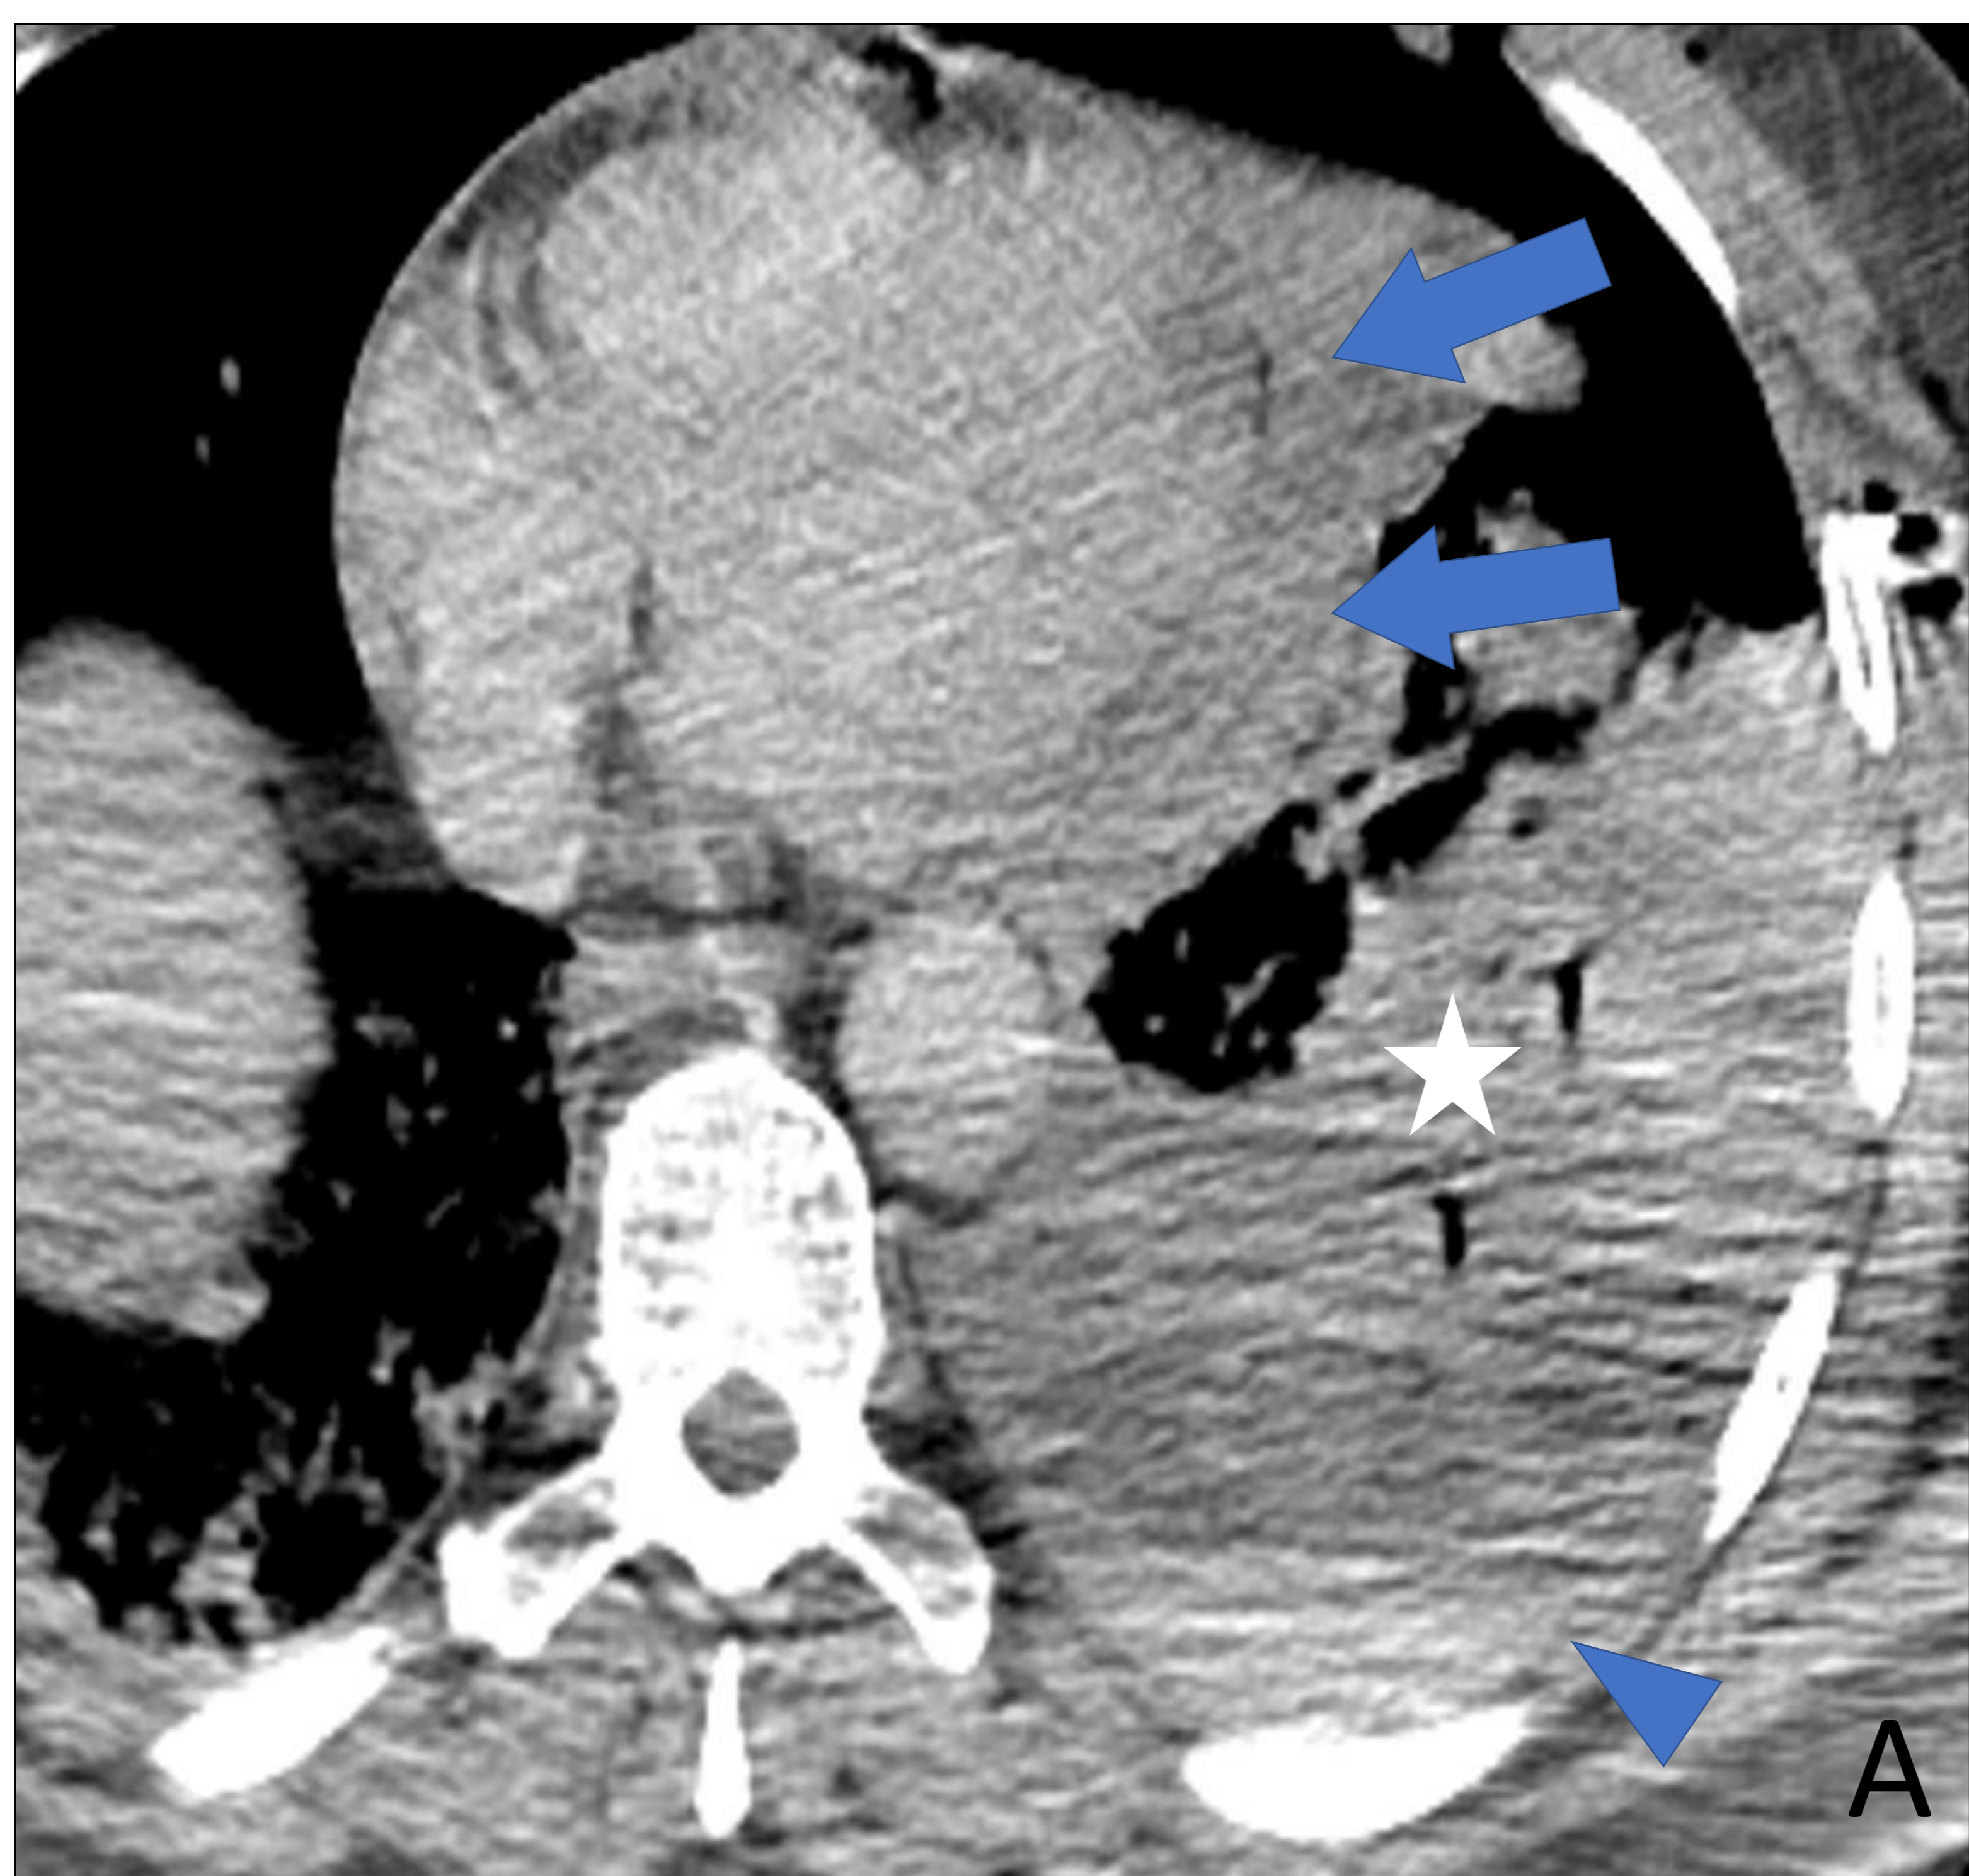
TC torácico realizado de forma basal (A) y con contraste yodado i.v. en fase arterial (B) con ventana de mediastino en ambas que muestra laceración de ventrículo izquierdo y hemopericardio (flecha), hemotórax (puntas de flecha) y signos de broncoaspiración (estrella) en un traumatismo con arma blanca.
